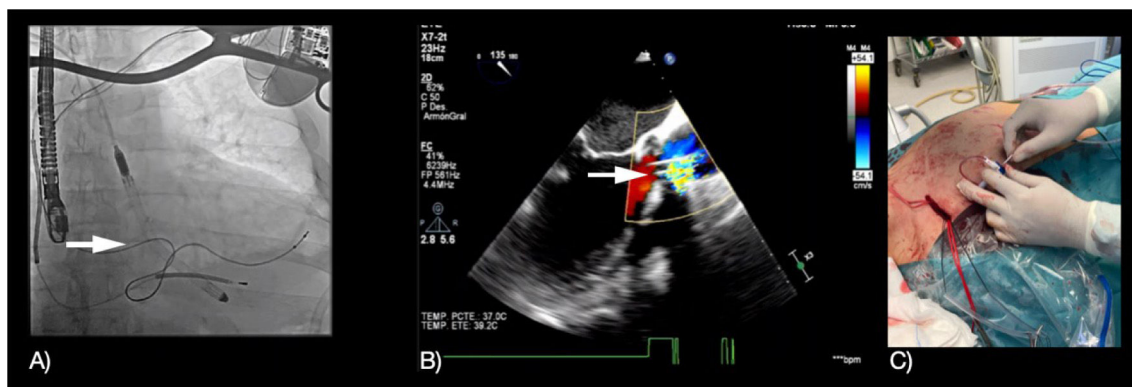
A) Imagen fluoroscópica mostrando Impella 5.5 (flecha) normoposicionado en aorta ascendente y ventrículo izquierdo. B) Ecocardiografía transesofágica evidenciando el dispositivo (flecha) eyectando hacia aorta ascendente. C) Acceso axilar derecho durante la inserción quirúrgica del Impella 5.5.
